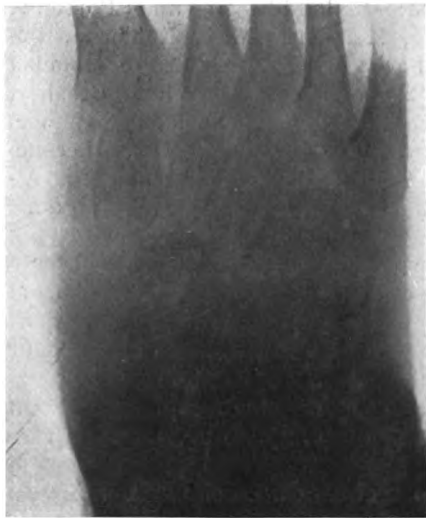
Radiographie de face, Mai 1925.
